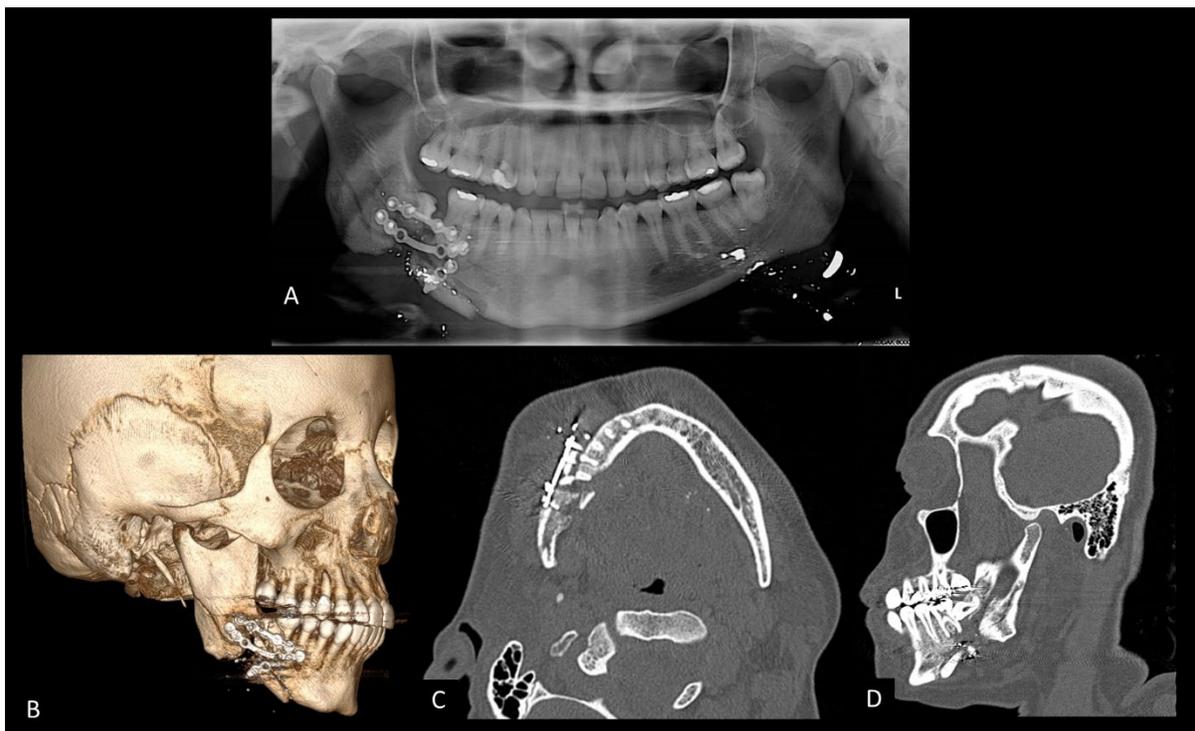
(a-c) Reconstrucción 3D y vista axial de TC facial que muestra miniplacas y tornillos desadaptados (d) Vista sagital que muestra el cóndilo fuera de la cavidad mandibular.
